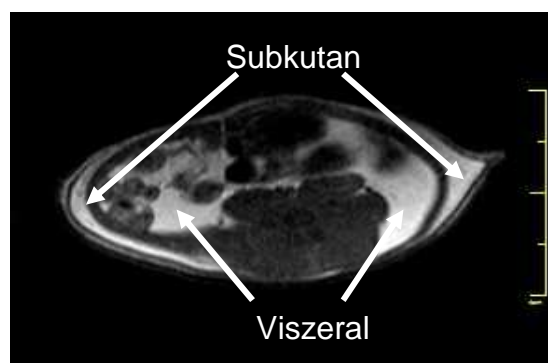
Subkutanen und viszerales Fettvolumen im MRT-Querschnittsbild
